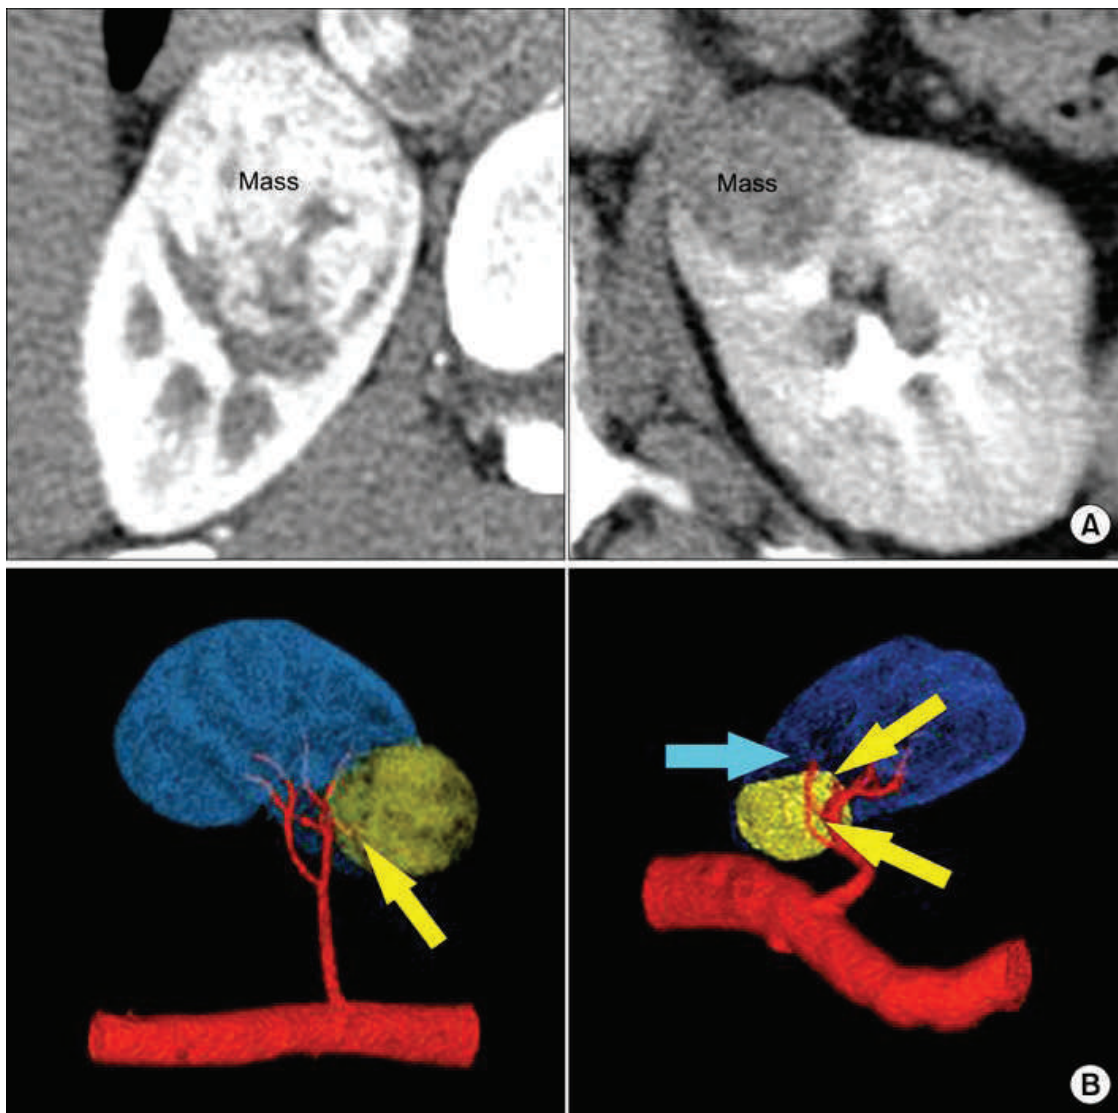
Reconstrucción Vascular a partir de una TC
